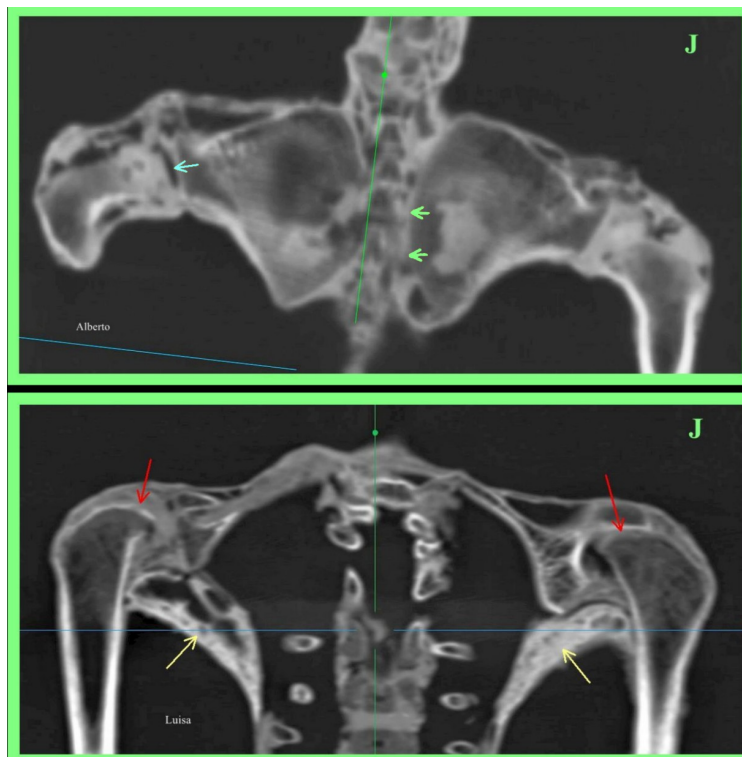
TC 2D coronal que muestra la articulación del hombro en 'Alberto' (imagen superior). Nótese el espacio articular del hombro (flecha azul), las escápulas formando un plano casi recto con fusión de sus bordes mediales a la columna torácica (flechas verdes). TC 2D coronal (imagen inferior) de los hombros de 'Luisa' que muestra subluxación superior de las cabezas humerales (flechas rojas) y presencia de hematoma extenso en ambas axilas (flechas amarillas).
